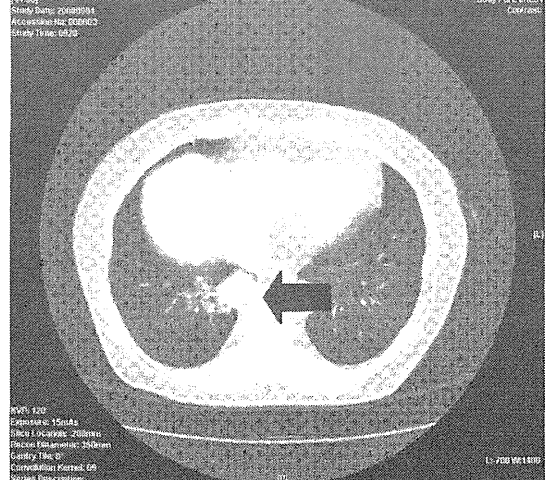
(d) 2008年検診 (HRCT)
